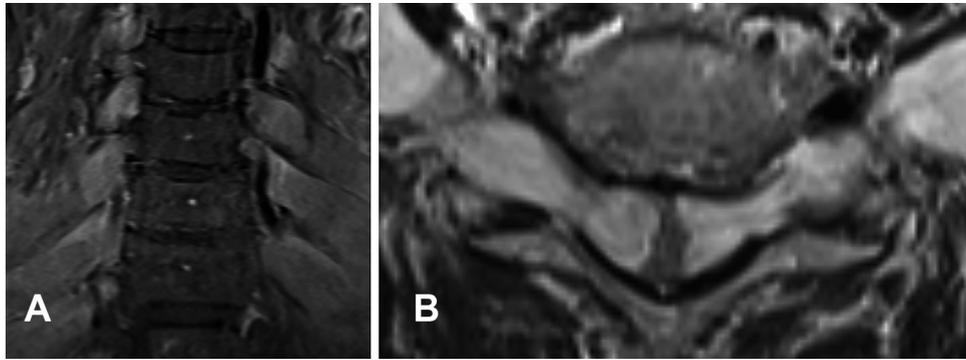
Coronal and axial MRI of the cervical spine.
